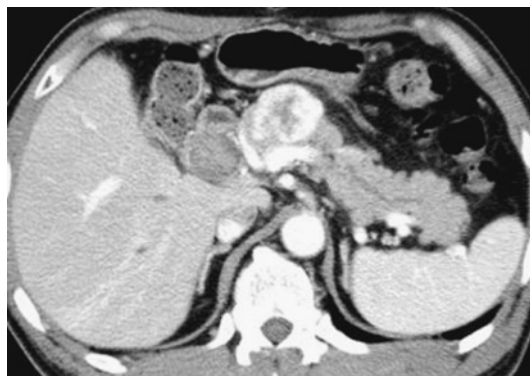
腹部 dynamic CT 検査（早期相）。
